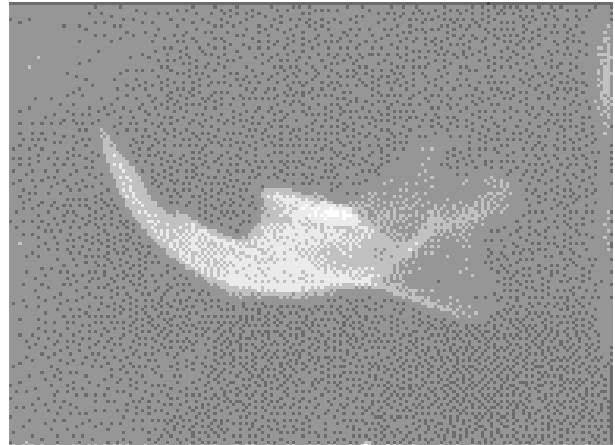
Рентгенограма альвеолярного відростка нижньої щелепи інтактного щура (тварина № 3). Зб.: 2
